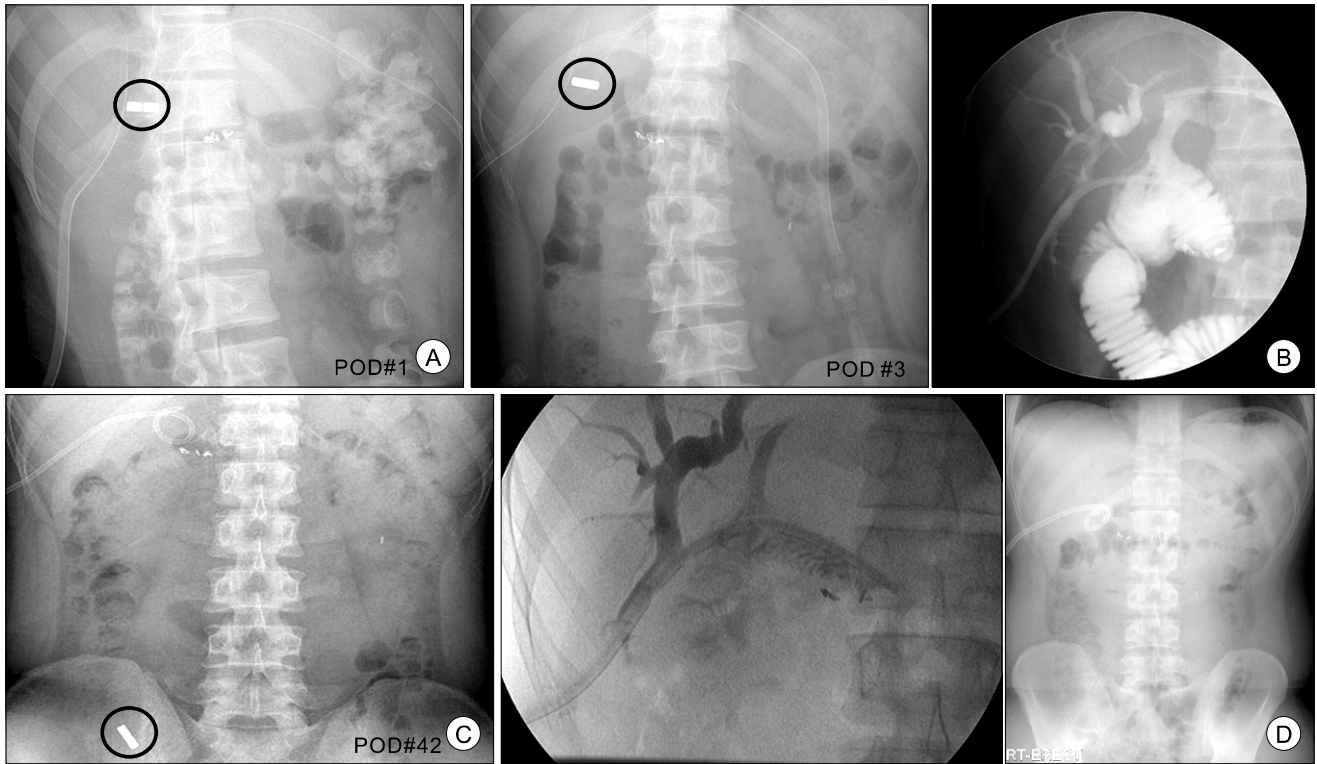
Abdominal X-ray findings. (A) Abdominal X-ray shows coupled magnets and PTCS catheters at both side of bile ducts. (B) Two magnets are more approximated by day 3 after insetion. (C) Reanastomosis was established by day 42 and magnets were passed through the anastomosis site. (D) 18 Fr catheter is indwelled at anasomosis site.
